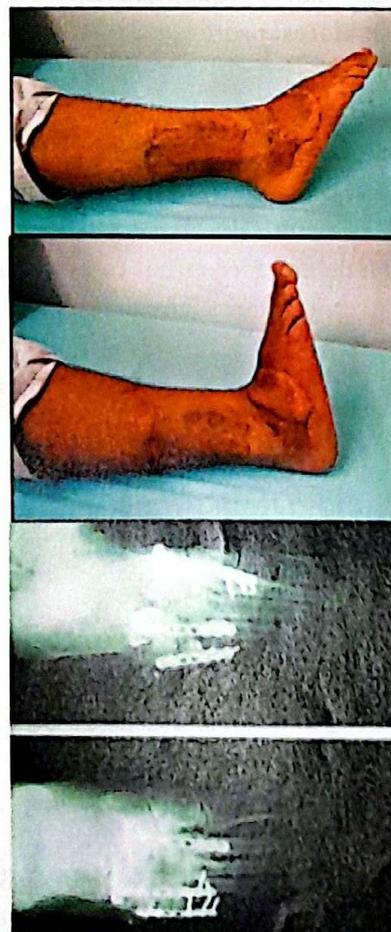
Arco de flexión dorsal y plantar obtenido y radiografías finales.
